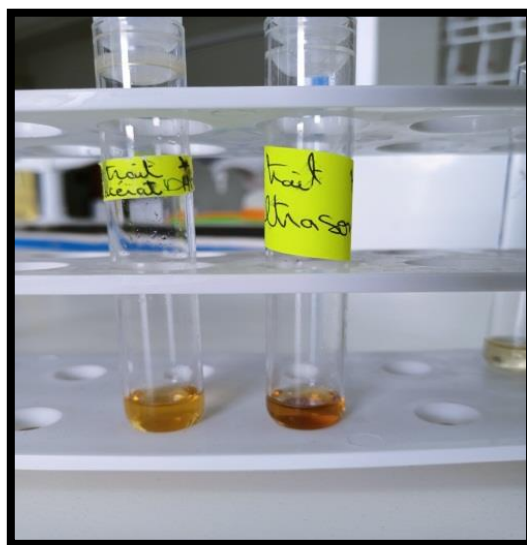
Préparation des extraits de macération et d'ultrasons (Zobiri et Hassouna, 2021).
